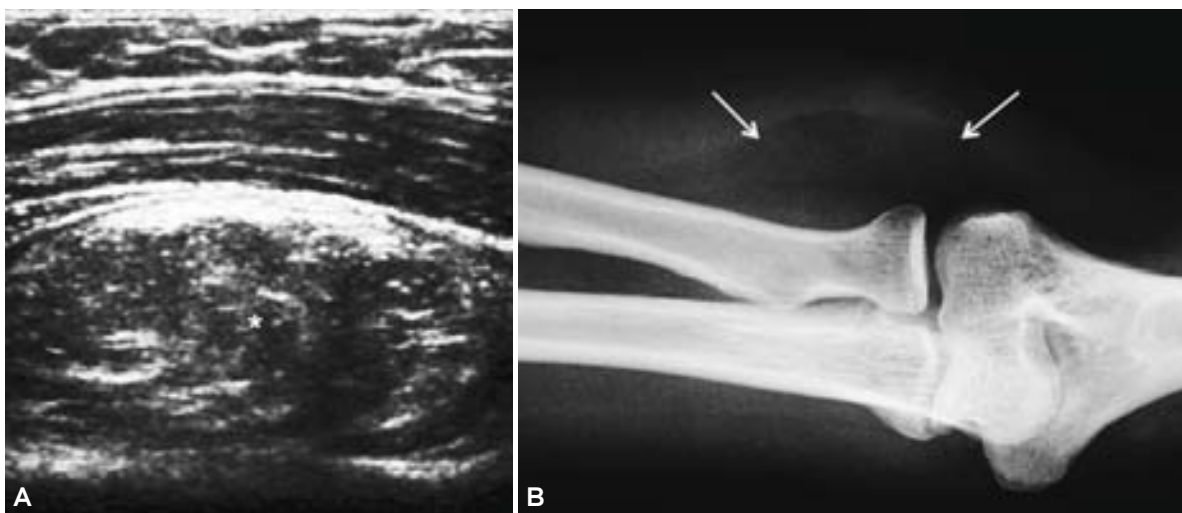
(A) Paciente con aumento de volumen en el antebrazo. Se identificó una masa ecogénica (*) que correspondió a un lipoma. Nótese el desplazamiento anterior del plano muscular. (B) La radiografía simple que mostró una masa con densidad de tejido graso (flecha).
